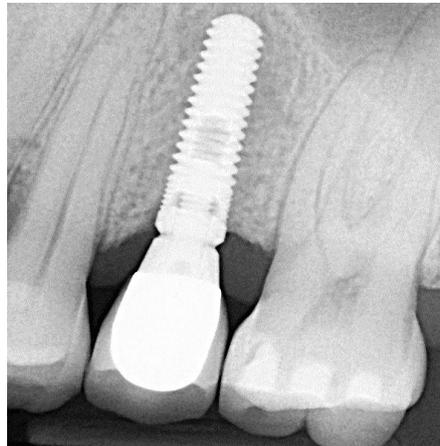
Radiografía dentoalveolar mostrando implante osteointegrado ⁴⁵
